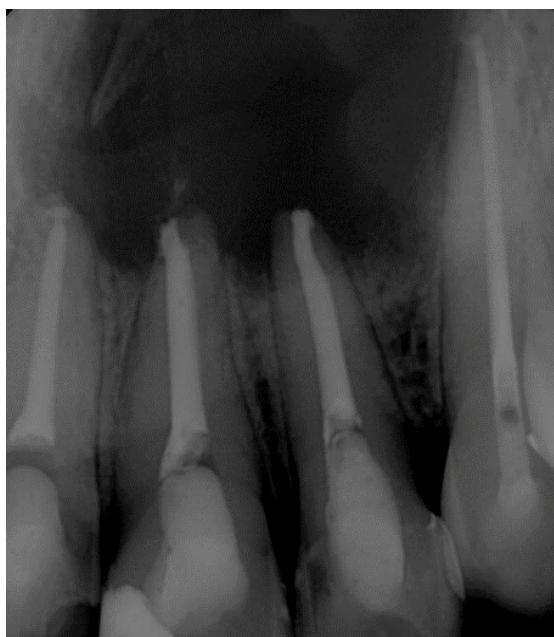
Radiografia final do tratamento endodôntico dos dentes 11, 21, 22 e 23.
